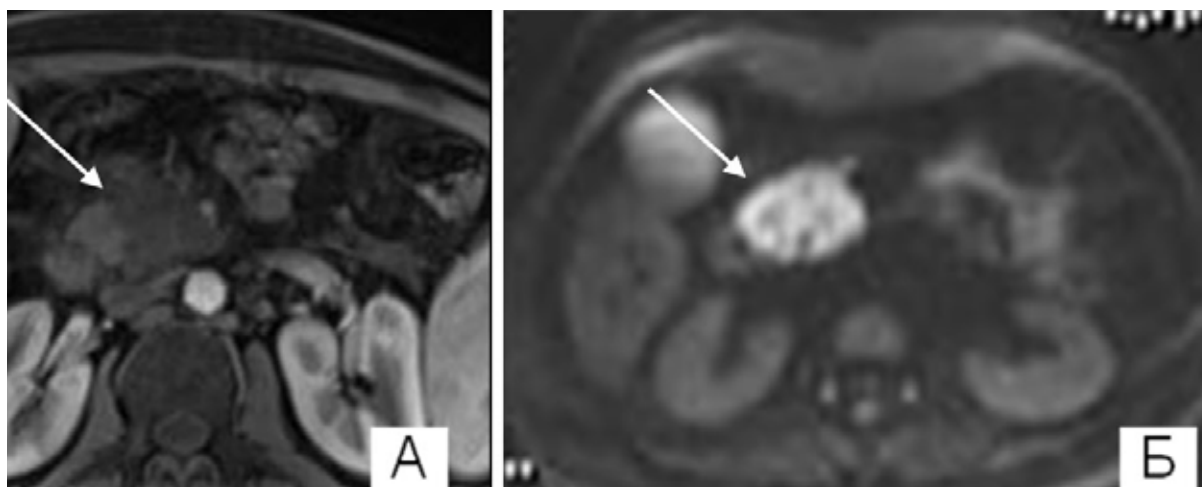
Рак головки поджелудочной железы. МРТ.
